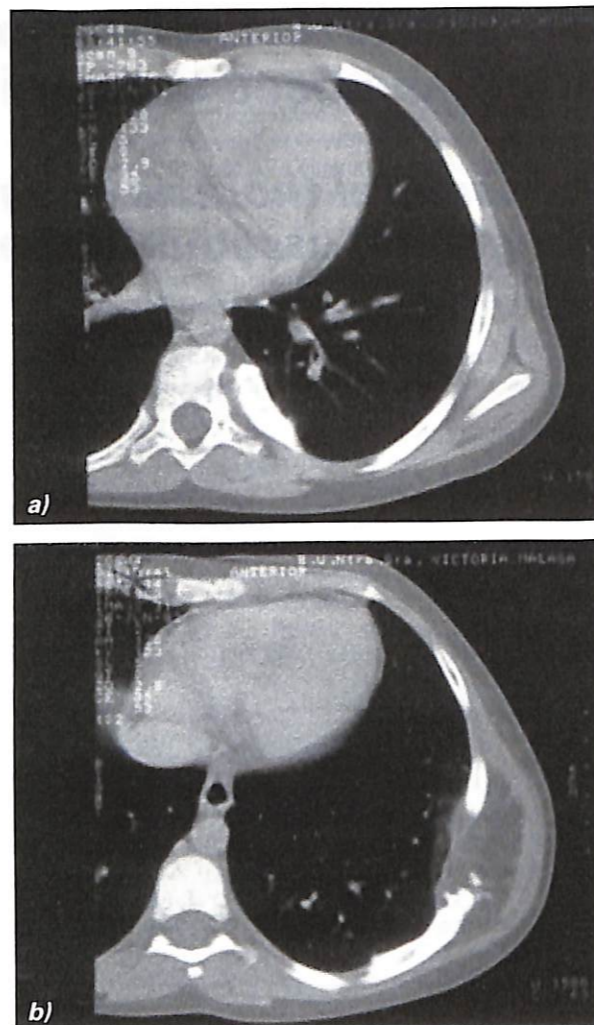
TC axial sin contraste de tórax. a) Agrandamiento de la cabeza costal, sin contacto con el lipoma mural, y excavación de la pared del cuerpo vertebral. b) En un plano inferior se observa lipoma transmural, con septos, calcificaciones hiperostosis focal sobre una costilla agrandada, con cortical conservada.
